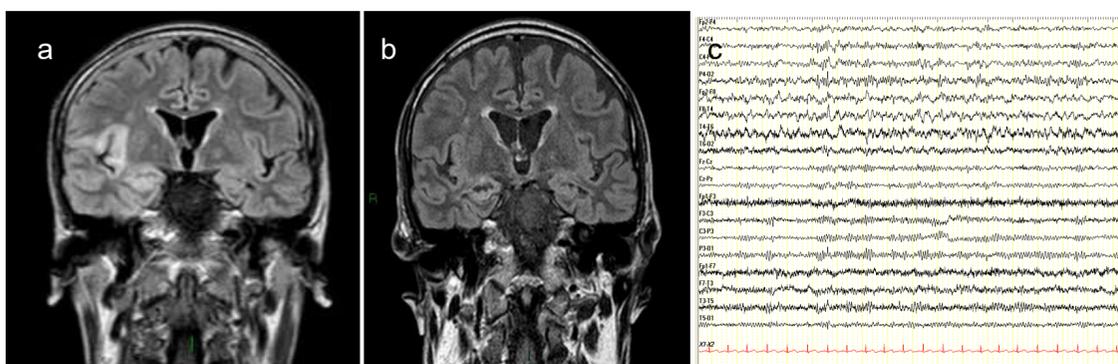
a) RMN peri-ictale: iperintensità corticale temporo-insulare ed ippocampale destra; b) RMN ad un mese con atrofia ippocampale destra; c) EEG intercritico con anomalie epilettiformi in regione temporale destra
